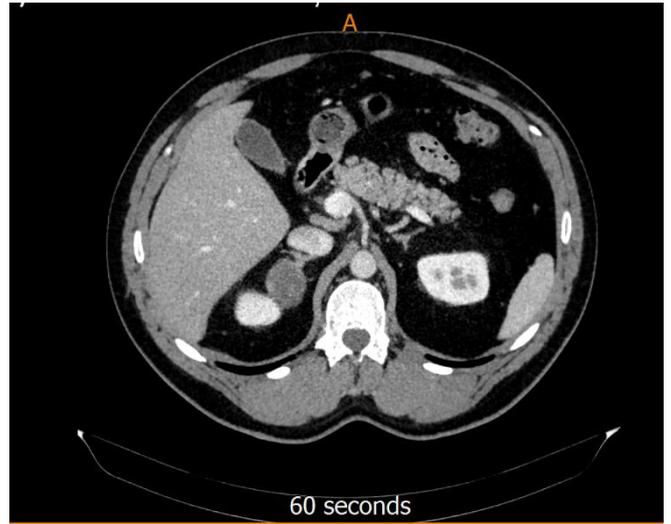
КТ: *а* – полное замещение правого надпочечника светлоклеточной аденомой; *б* – аденома латеральной ножки правого надпочечника
